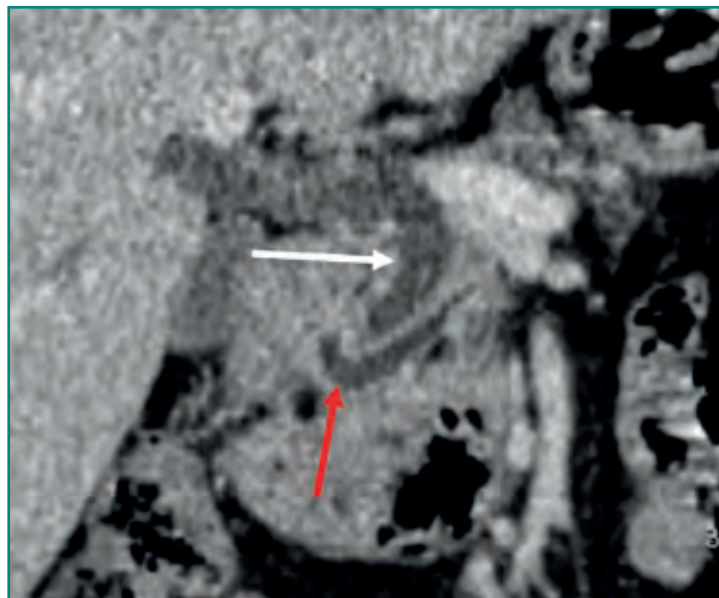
TC coronal en la que se observa una dilatación del conducto de Wirsung (flecha roja) y del colédoco (flecha blanca) con un stop brusco en la papila duodenal en probable relación con un ampuloma
